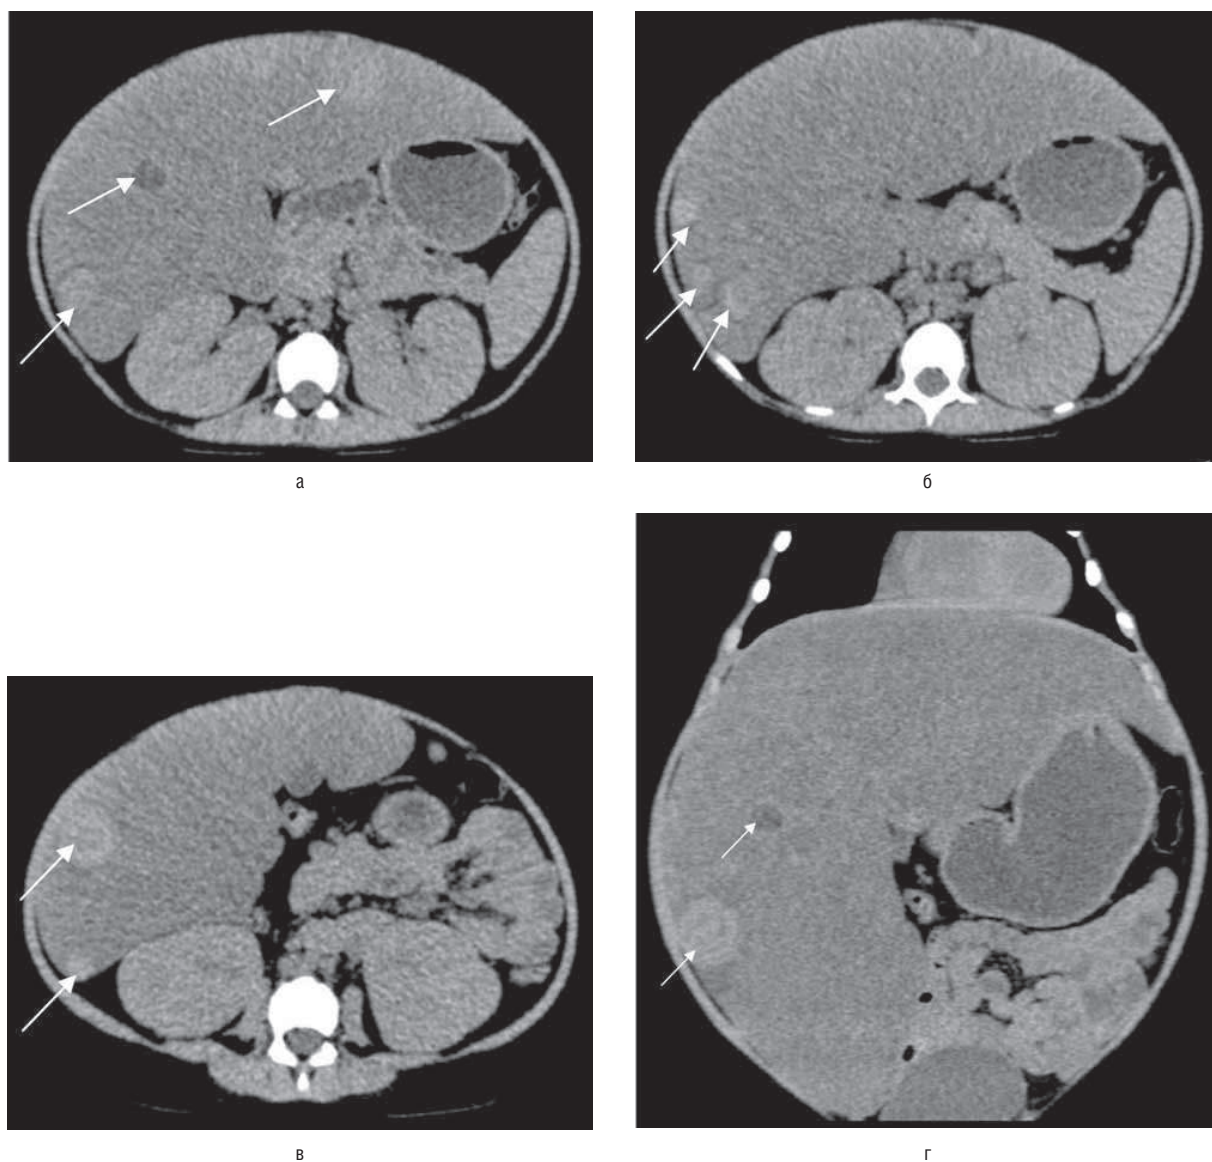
(а–г). Компьютерные томограммы органов брюшной полости пациента с гликогеновой болезнью Ib типа в возрасте 13 лет (а–в — аксиальная, г — горизонтальная проекция). Печень выражено увеличена в размерах, контуры печени ровные, рентгеновская плотность значительно снижена (+32 ед. X). Во всех отделах печени определяются множественные округлые образования (стрелки) с максимальным диаметром до 30 мм, некоторые из них — однородной мягкотканной плотности, другие — с центральными зонами пониженной плотности. Вокруг отдельных образований определяются тонкие зоны отека паренхимы печени.
